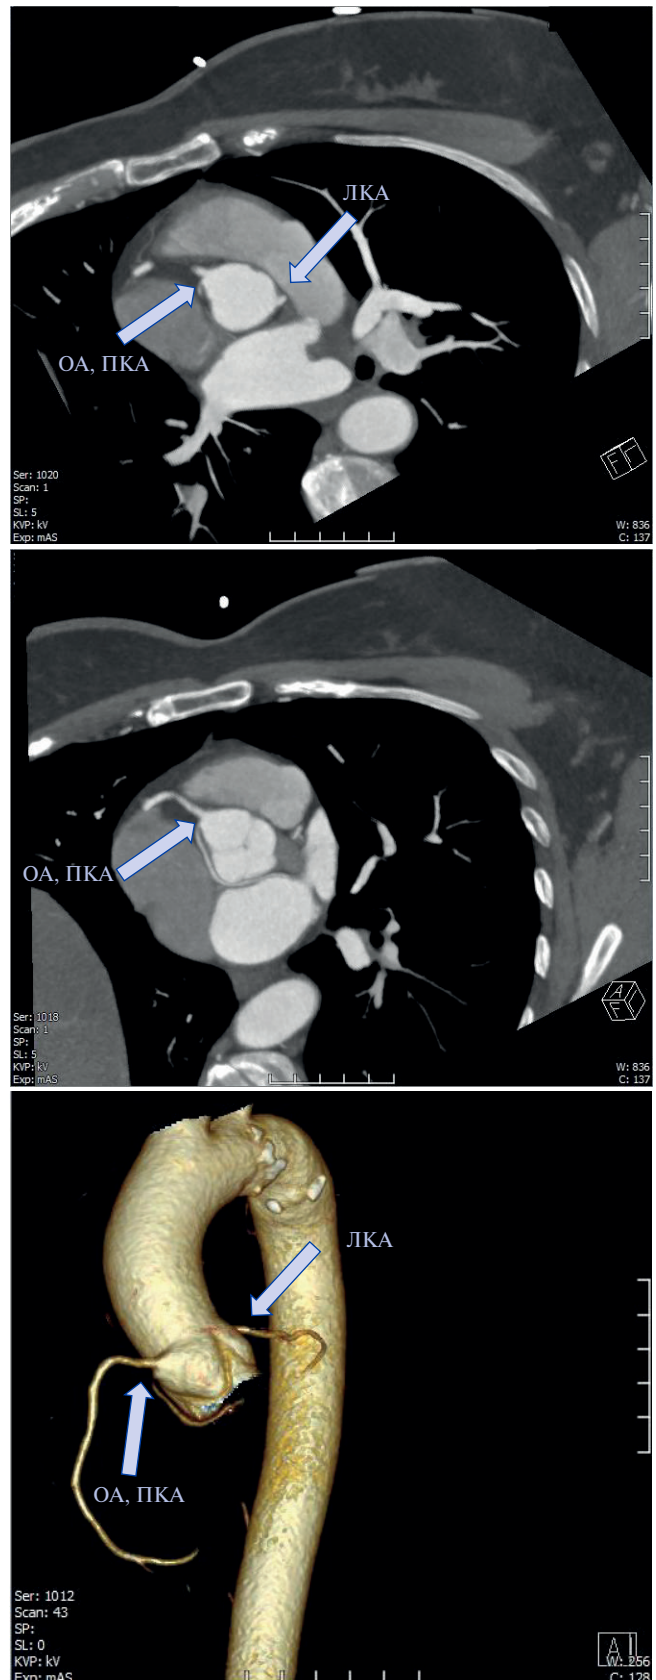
КТ КА с реконструкцией.
